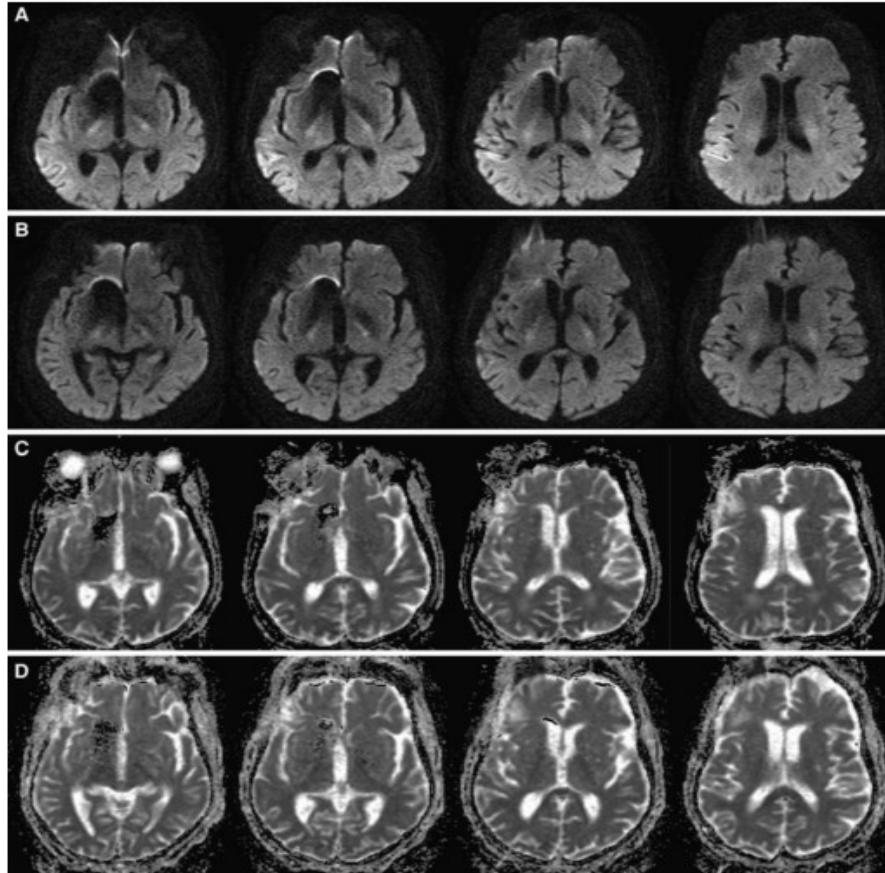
DWI images (row *a*) during PLEDs with superimposed rhythmic slowing and fast activity (PLEDs plus, see Fig. 1, panel *b*) and after revealed an area of restricted diffusion in the right temporo-parietal lobe with minimal impressive ADC changes (row *c*). After
